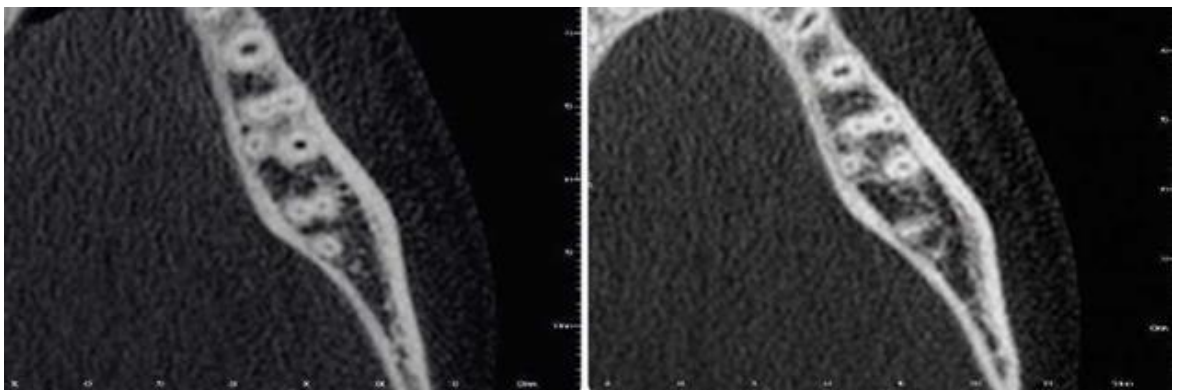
Cortes transversales de un O.D 46 con radix entomolaris en un estudio de CBCT. (12)
